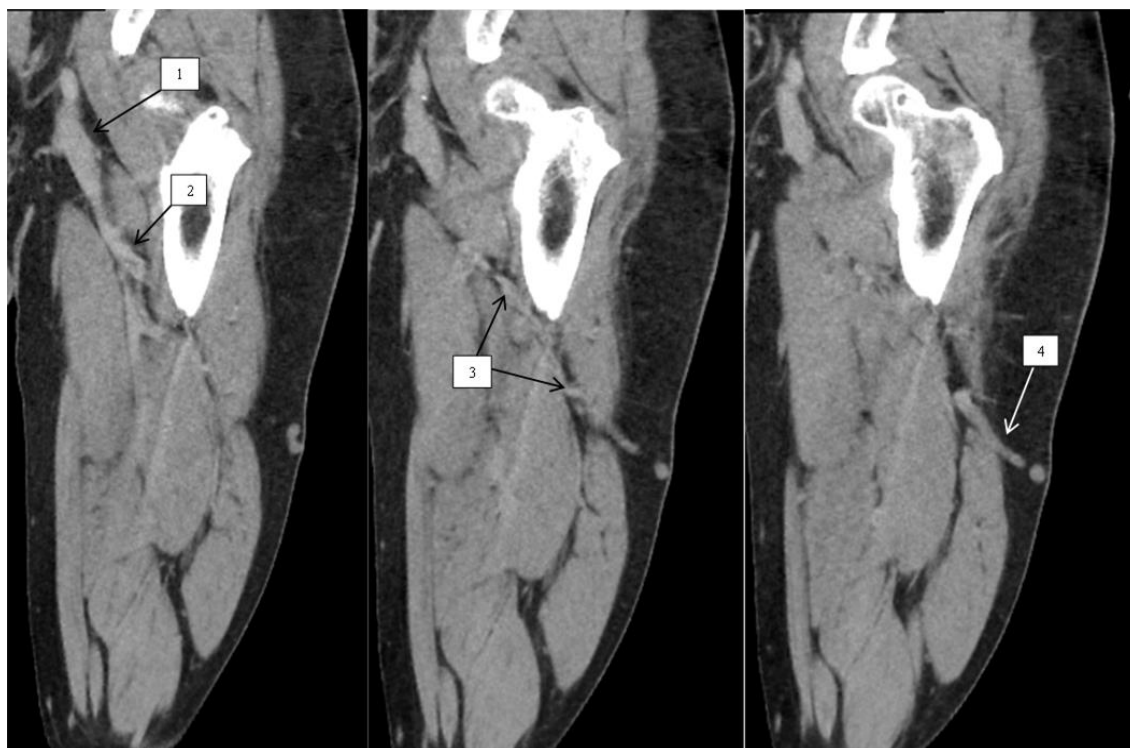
КТ флебография, режим многоплоскостной реконструкции
